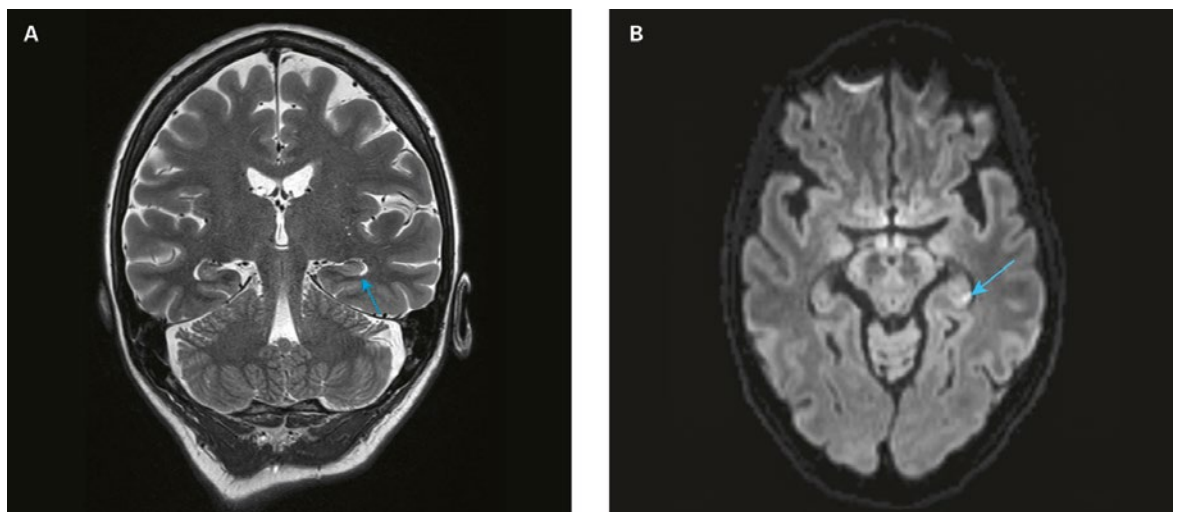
Restriction de la diffusion punctiforme hippocampique gauche (flèche) à l'IRM cérébrale (A: coupe coronale, B: coupe transversale).
